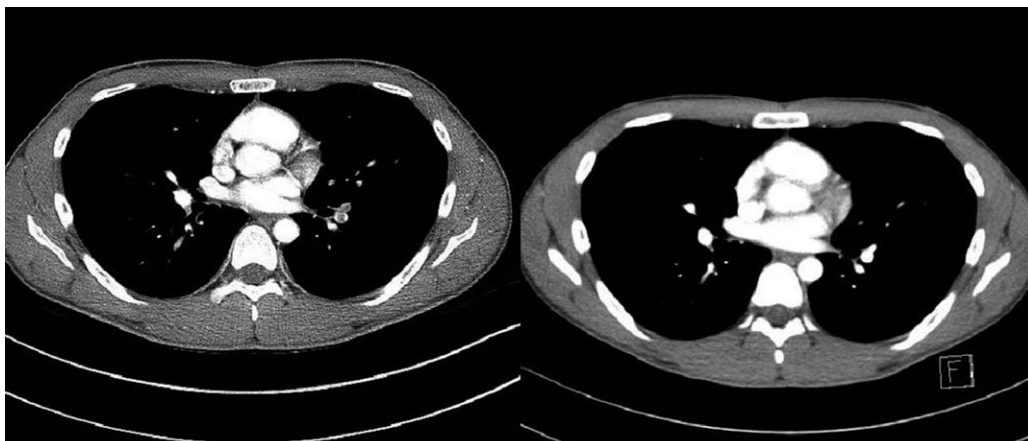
Chest computed tomography of case 2. Chest computed tomography showed low density filling defects in anteromedial and lateral basal segmental pulmonary artery of left lower lobe on admission day (left). And the filling defect was disappeared after anticoagulation therapy on 15 hospital day (right).
